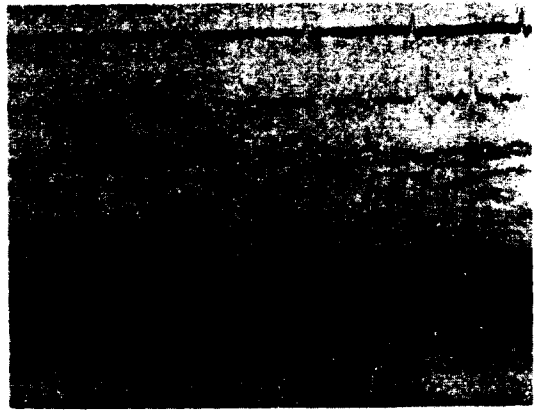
수술전 초음파 심음향도 좌심방내에 뚜렷한 중앙밀도를 보인다.
